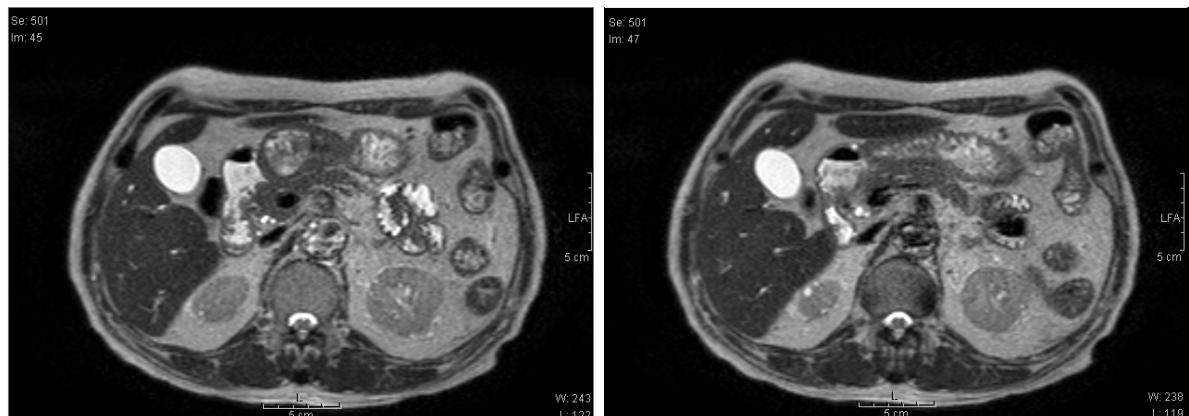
Pancreatobiliary magnetic resonance cholangiopancreatography & magnetic resonance image show no definite evidence of tumor.
